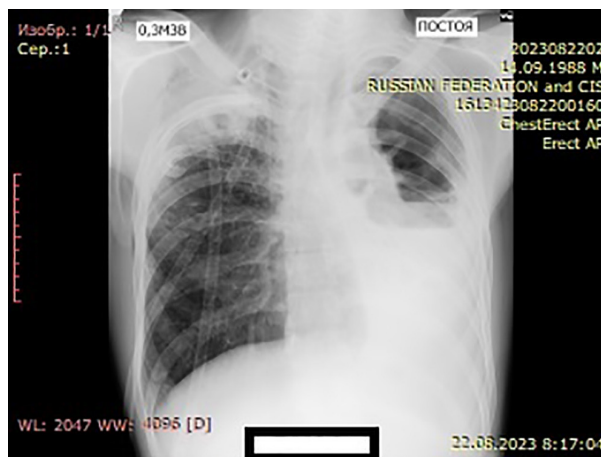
Рентгенограмма ОГК в первые сутки после операции.
